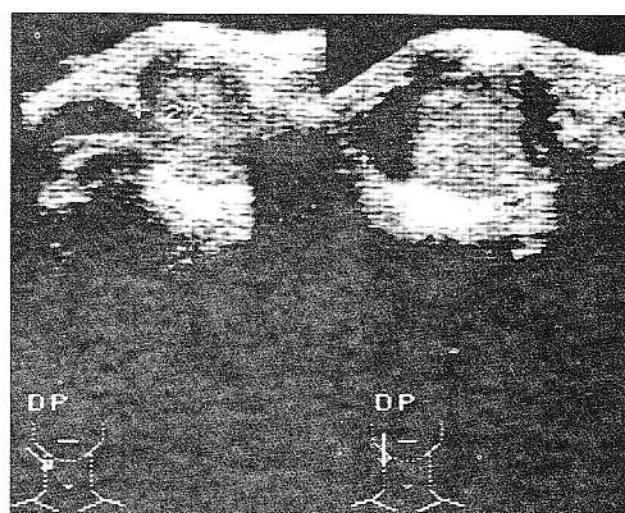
Aspect ecografic de adenom pleomorf.
